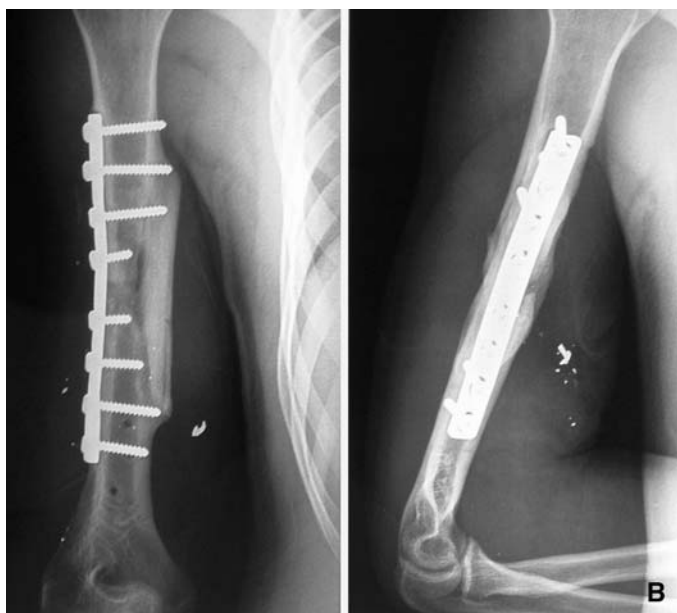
A, B. Fracture ouverte avec lésion de l'artère humérale (même cas que sur la figure 7). Traitement par plaque vissée et greffon corticospongieux iliaque. Aspect postopératoire (A). Consolidation radiographique au 7^e mois postopératoire (B).
